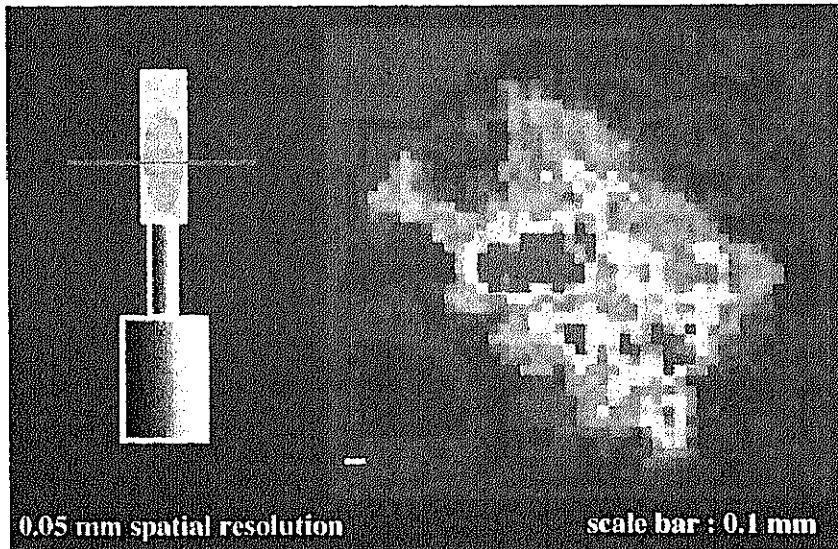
Fluorescent x-ray CT image at 0.05mm spatial resolution.
